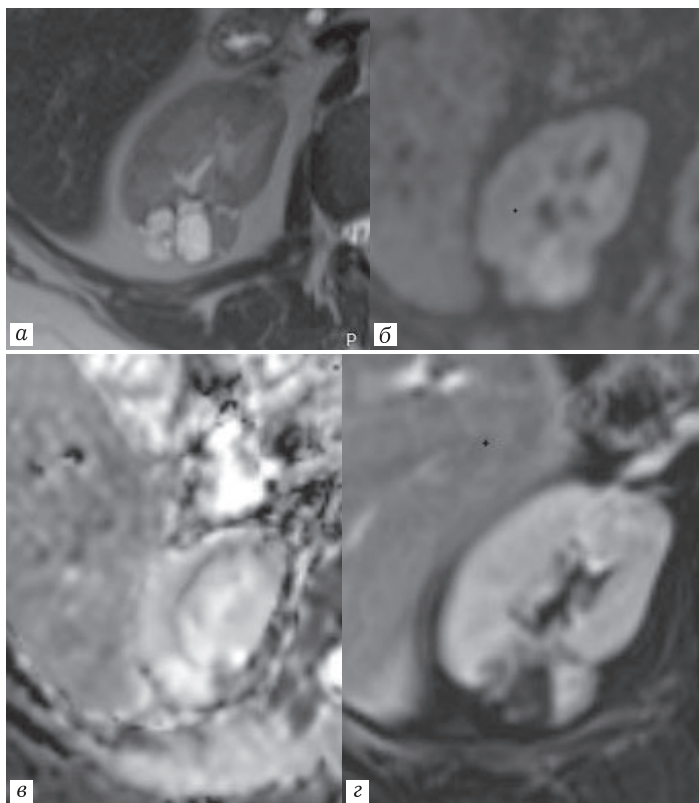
МРТ (фрагмент изображения — правая почка) T2-ВИ (а), ДВИ с $b=800$ (б), ИКД (в) и постконтрастное субтракционное изображение (г). Киста Bosniak IV. Многокамерное полициклическое кистозное образование, выходящее за контур почки, с утолщенными стенками, с мягкотканым компонентом, ограничивающим диффузию. На постконтрастных изображениях отмечается интенсивное накопление контрастного препарата солидным компонентом и стенками кисты
